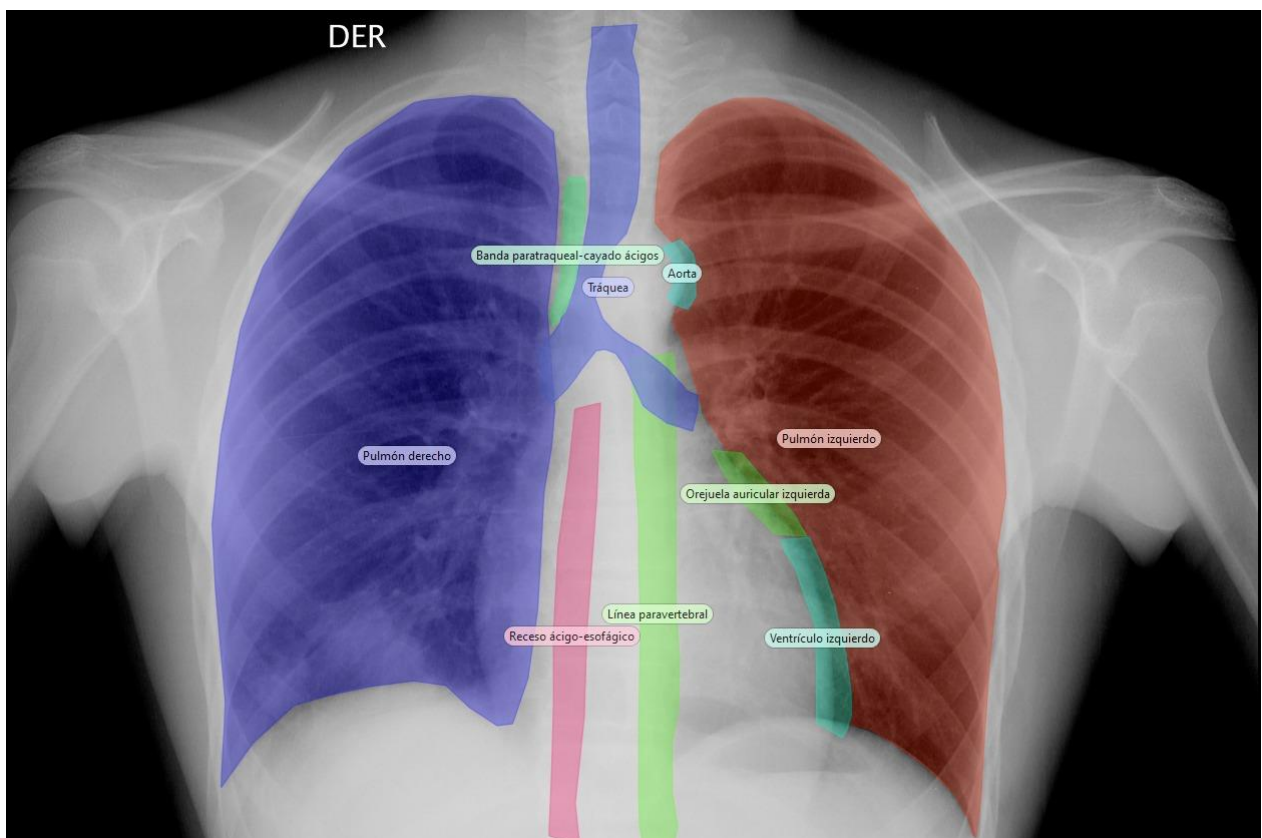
Áreas de interés en radiografías frontales (1 a 9).
